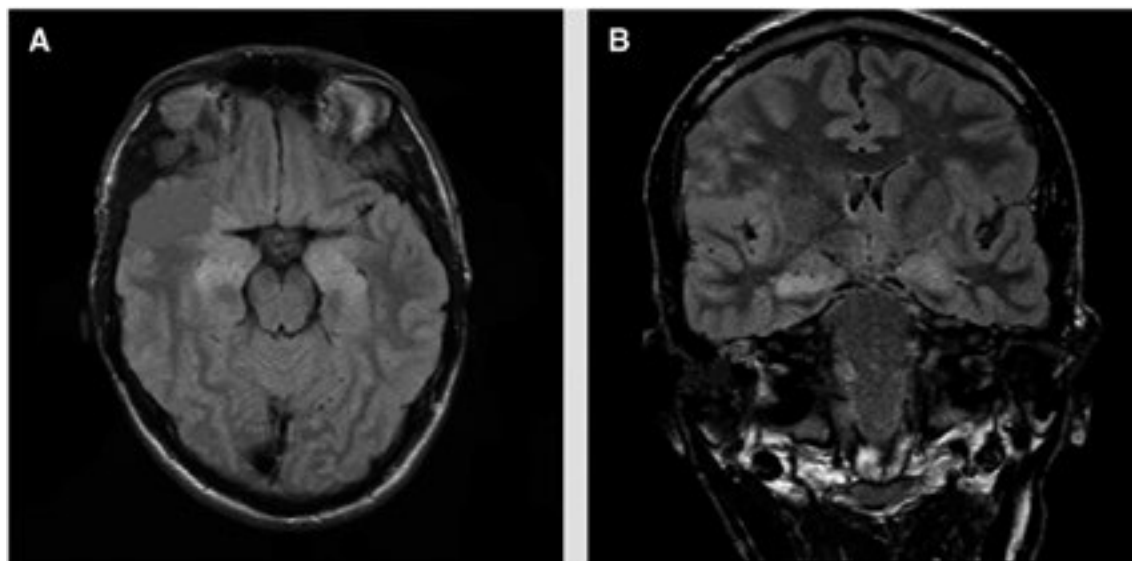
On day 6, MRI FLAIR sequence (A axial view, B coronal view) demonstrating bilateral medial temporal lobe hyperintensity.
